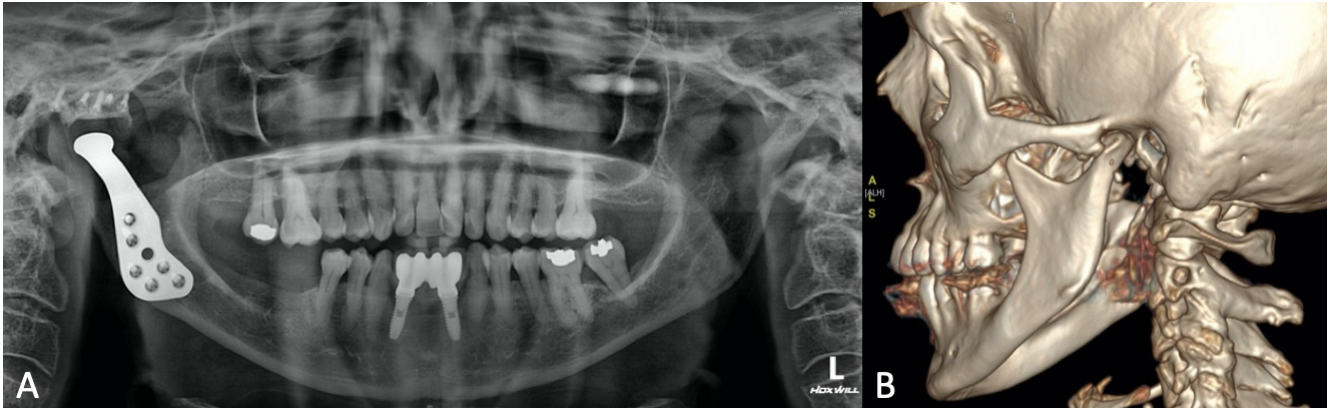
Pruebas de imagen. A: ortopantomografía preoperatoria. B: imagen de la reconstrucción tridimensional de la tomografía computarizada facial.
